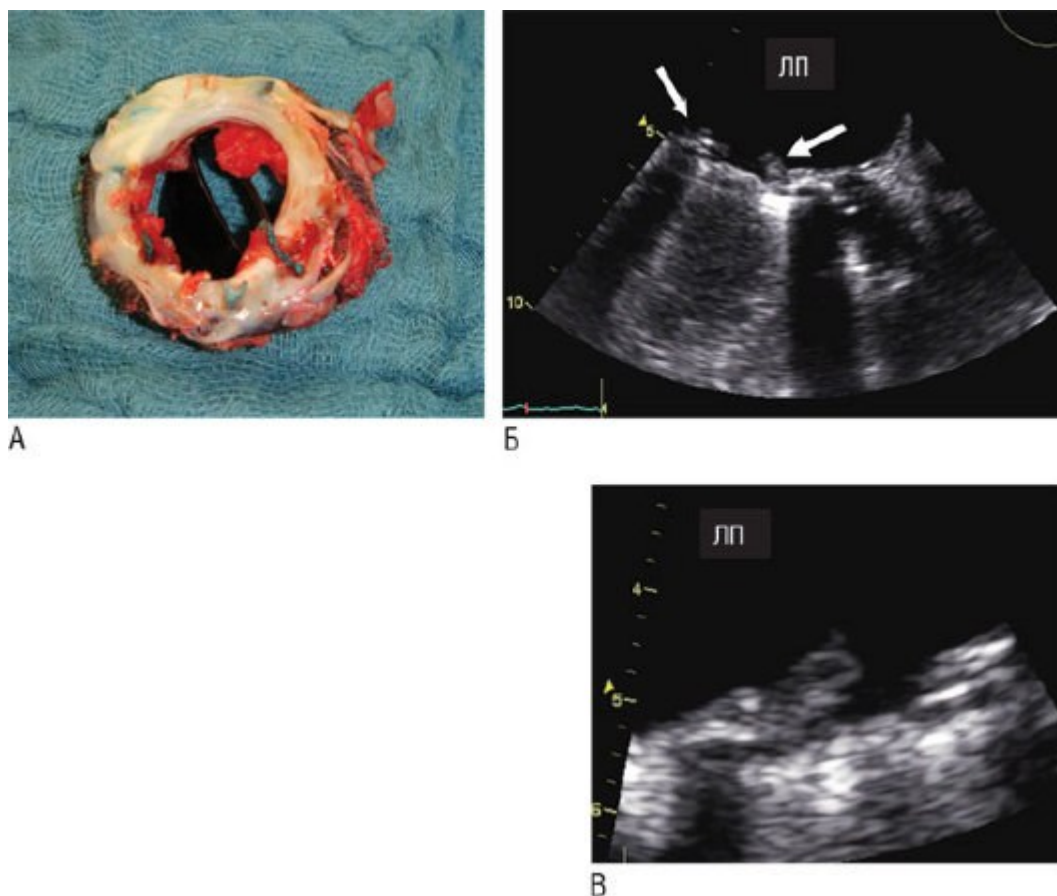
Эндокардит протезов клапанов: удаленный двухстворчатый протез МК с крупными вегетациями при стафилококковой инфекции (А); на транспищеводной эхокардиограмме (Б, В) отчетливо видны вегетации (указаны стрелками).
